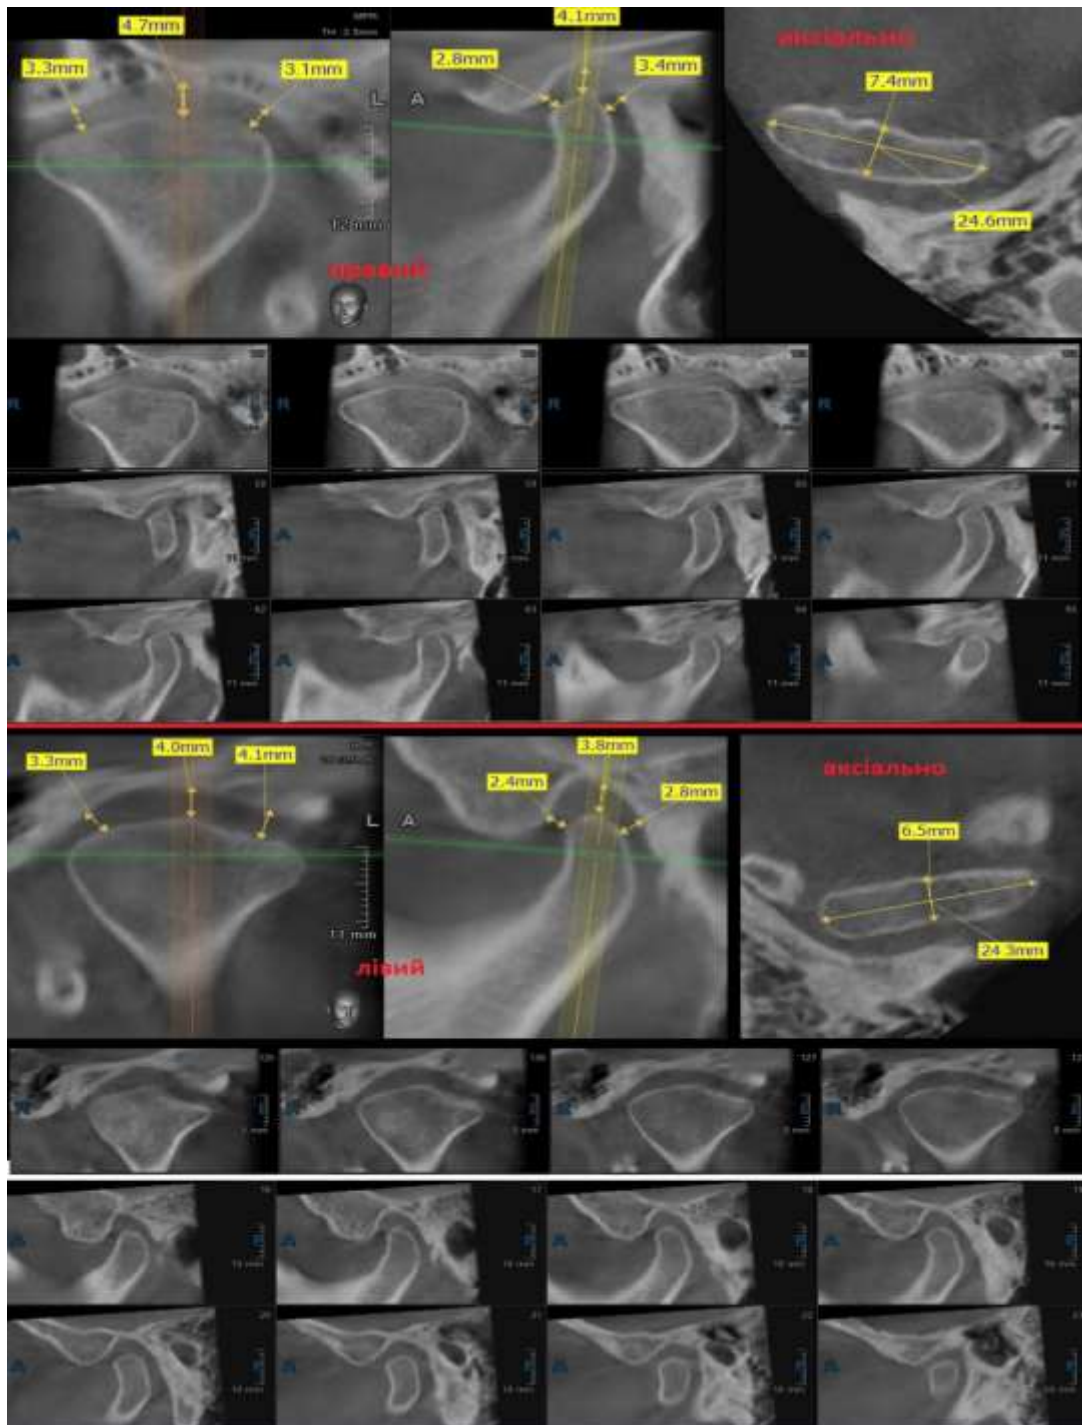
Хвора Б. Н. А. Комп'ютерна томографія СНЩС після оклюзіотерапії
